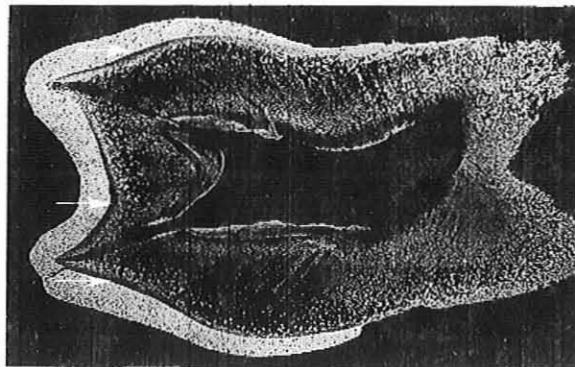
Radiographie d'une première molaire temporaire inférieure sectionnée. [35]
